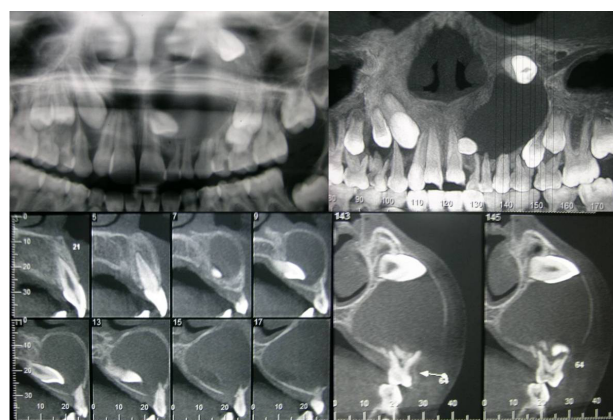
Exames de imagens (radiografia panorâmica digital e tomografia volumétrica de feixe cônico), demonstrando a cavidade cística, envolvendo o corpo da maxila do lado esquerdo, com expansão cortical e deslocamentos dentários importantes.
